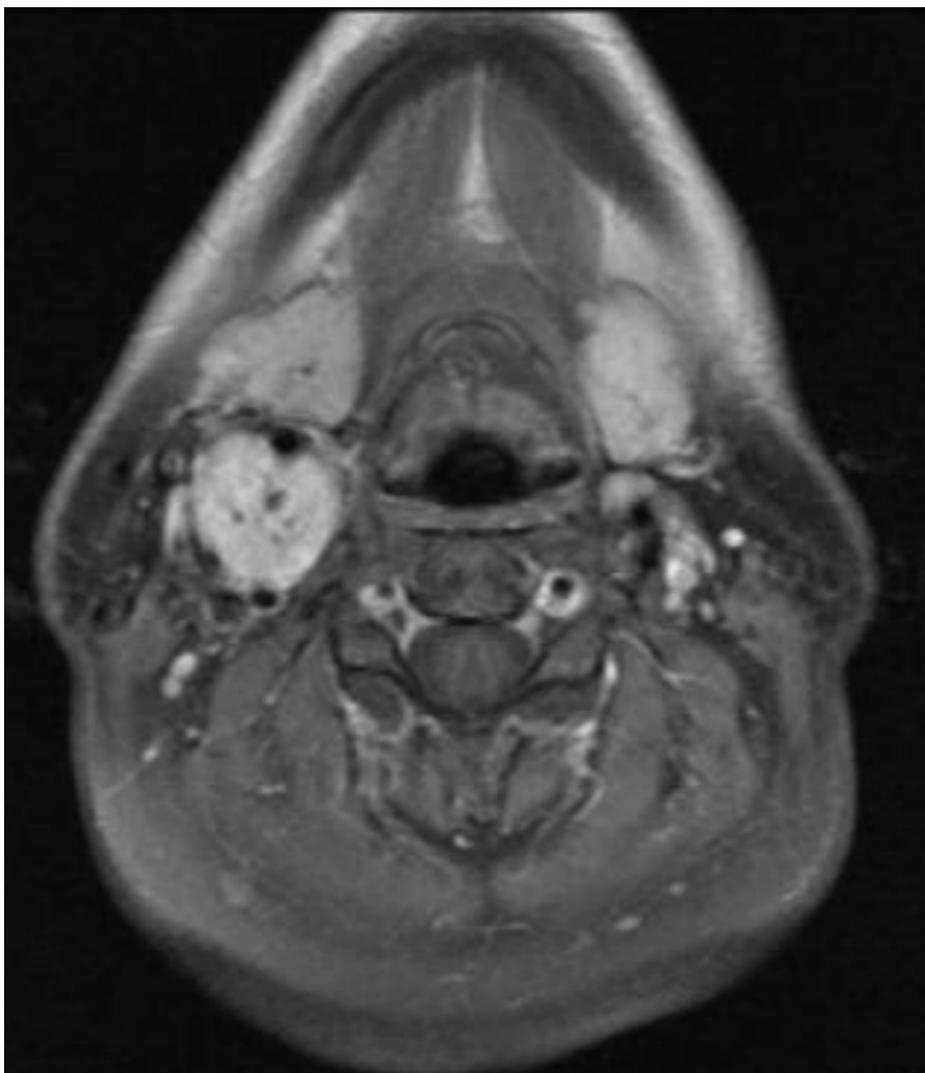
RM con contraste en secuencia potenciada en T1, observándose una masa con intensa captación del contraste. En la figura 3 la secuencia potenciada en T2 muestra hiperintensidad de la señal en la lesión.
